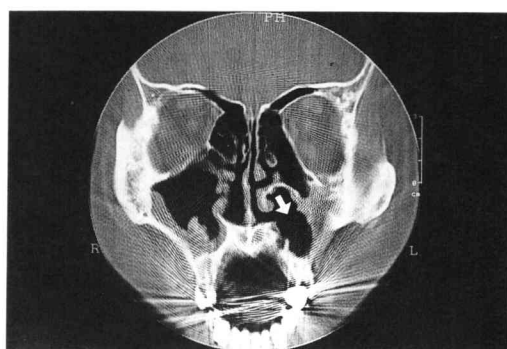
Postoperative coronal CT scan appearance showing after marsupialization (arrows).
